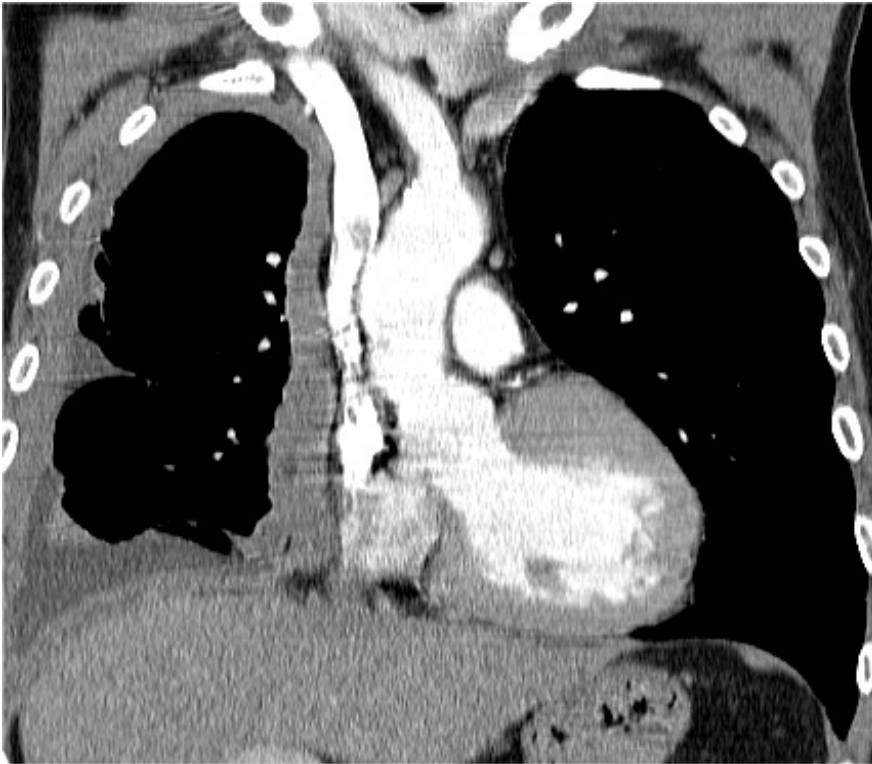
Koronare Rekonstruktion bei der Multislice-Spiral-CT. Aufgrund der nahezu isotropen Voxel ist die Bildqualität und -charakteristik mit der eines MRT-Schnitts vergleichbar
